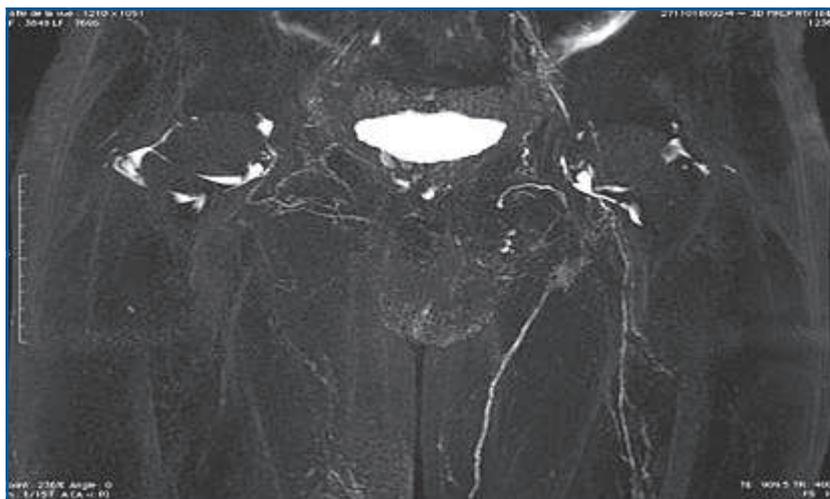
IRM lymphatique montrant l'hypoplasie.
